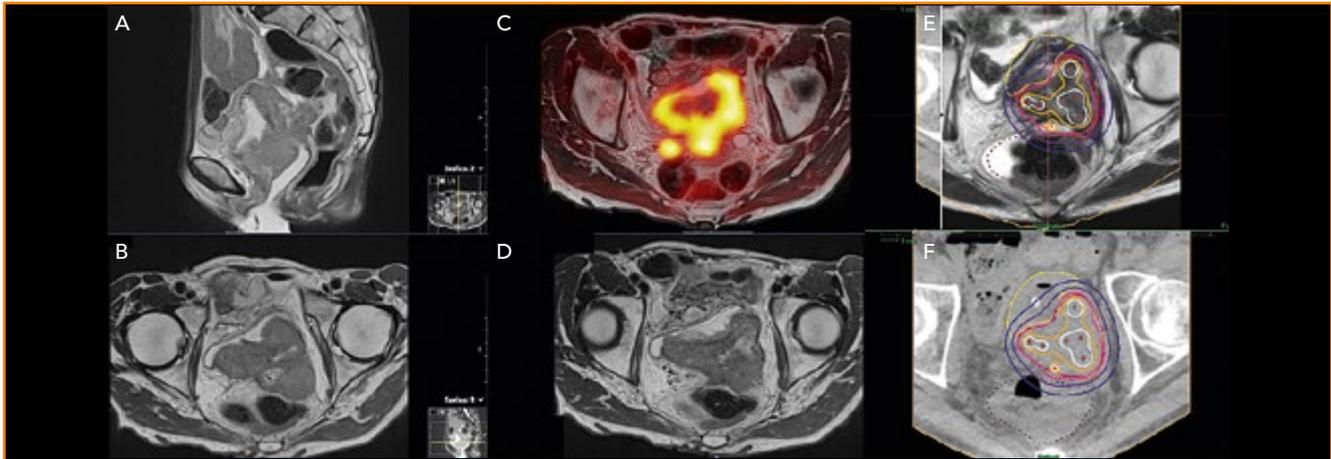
Patientin mit Zervixkarzinom und Blaseninfiltration (FIGO IVA): A: sagittales MRI zum Diagnosezeitpunkt; B, D: transversale MRI-Ansicht, T1, T2; C: transversales MRI mit PET-CT gekoppelt, ausgedehnter zentral nekrotischer Befall mit gestautem rechten Ureter; E, F: transversales Planungs-CT der Brachytherapie mit 7 interstitiellen Applikatoren sowie der Dosisverteilung (weiss = 200%, orange = 150%, pink = 100%, lila = 70%, blau = 50% der verschriebenen Dosis), oben mit gekoppeltem MRI.
